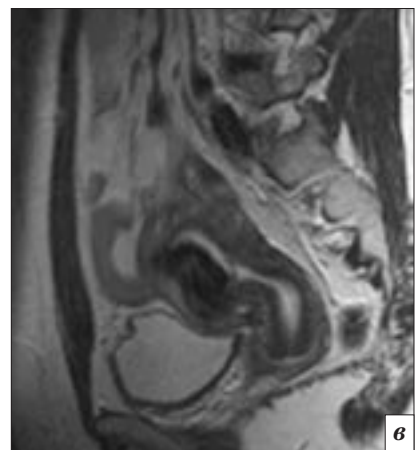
МР-томограммы до ЭМА (а), через 6 мес (б) и через 12 мес (в) после ЭМА.
